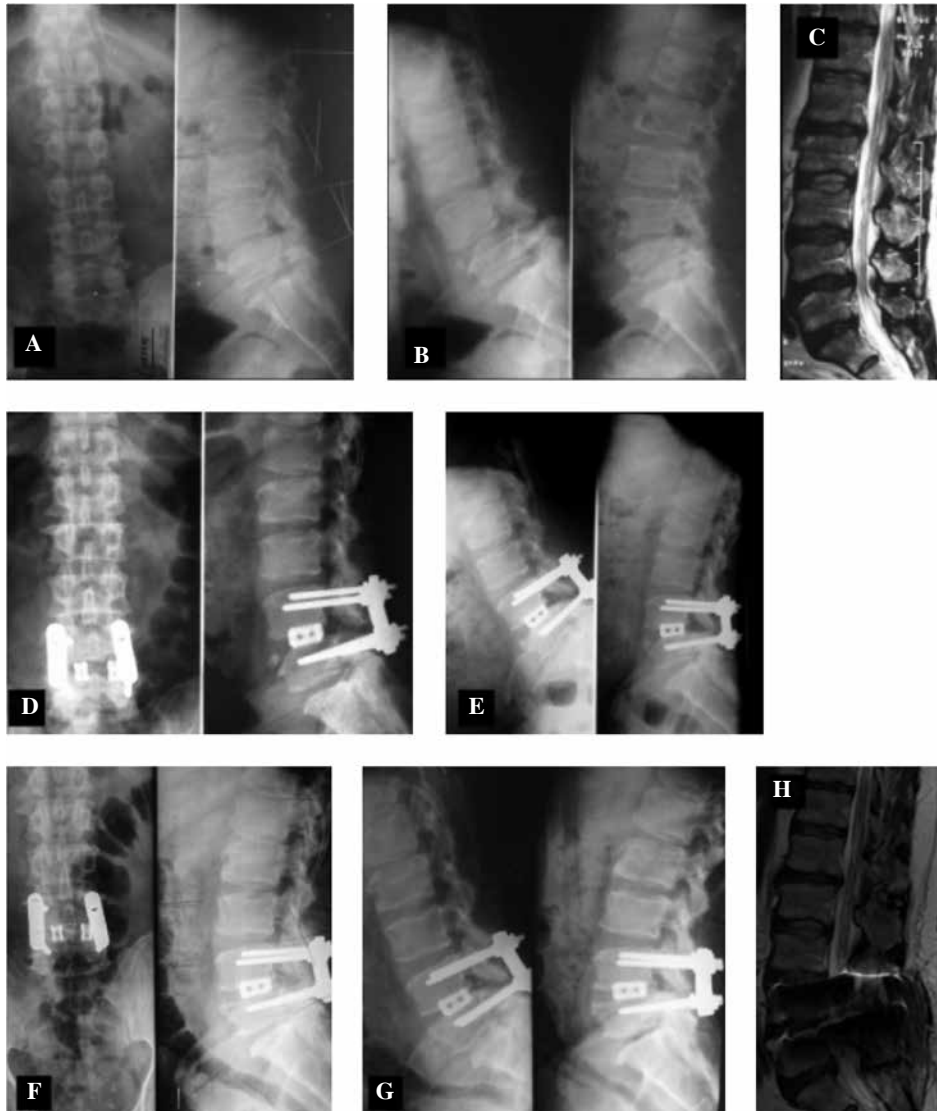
Caso 1. Paciente masculino de 47 años al momento de la cirugía índice. Actualmente con 69 meses de seguimiento. En A, B y C se muestran las radiografías y resonancia magnética nuclear en el preoperatorio; en D y E, las radiografías a los 6 meses de postoperado. En F, G y H, evolución del caso a 69 meses; el paciente se encuentra actualmente en protocolo de rehabilitación para evitar una segunda cirugía. Este caso no ha sido diagnosticado como enfermedad del segmento adyacente.
